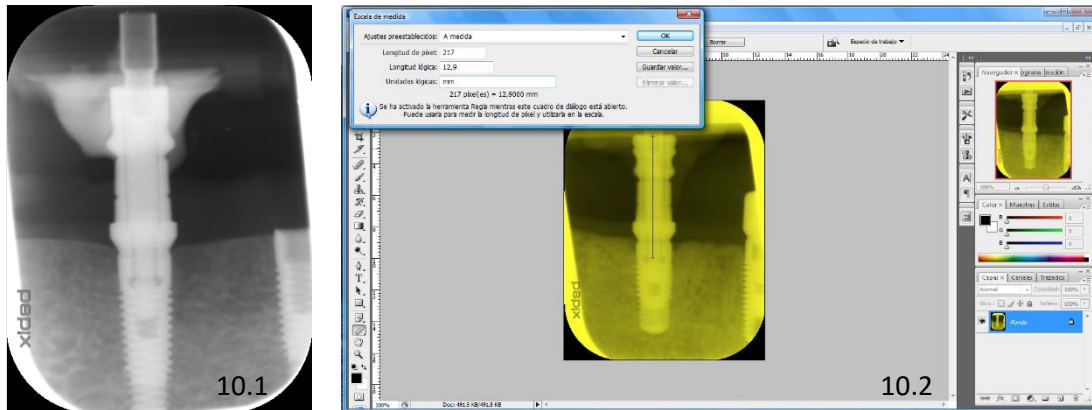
Radiografía periapical obtenida con el sistema de paralelización individualizado (10.1), validación de los registros radiográficos mediante el software informático Adobe Photoshop® CS3 (10.2).
